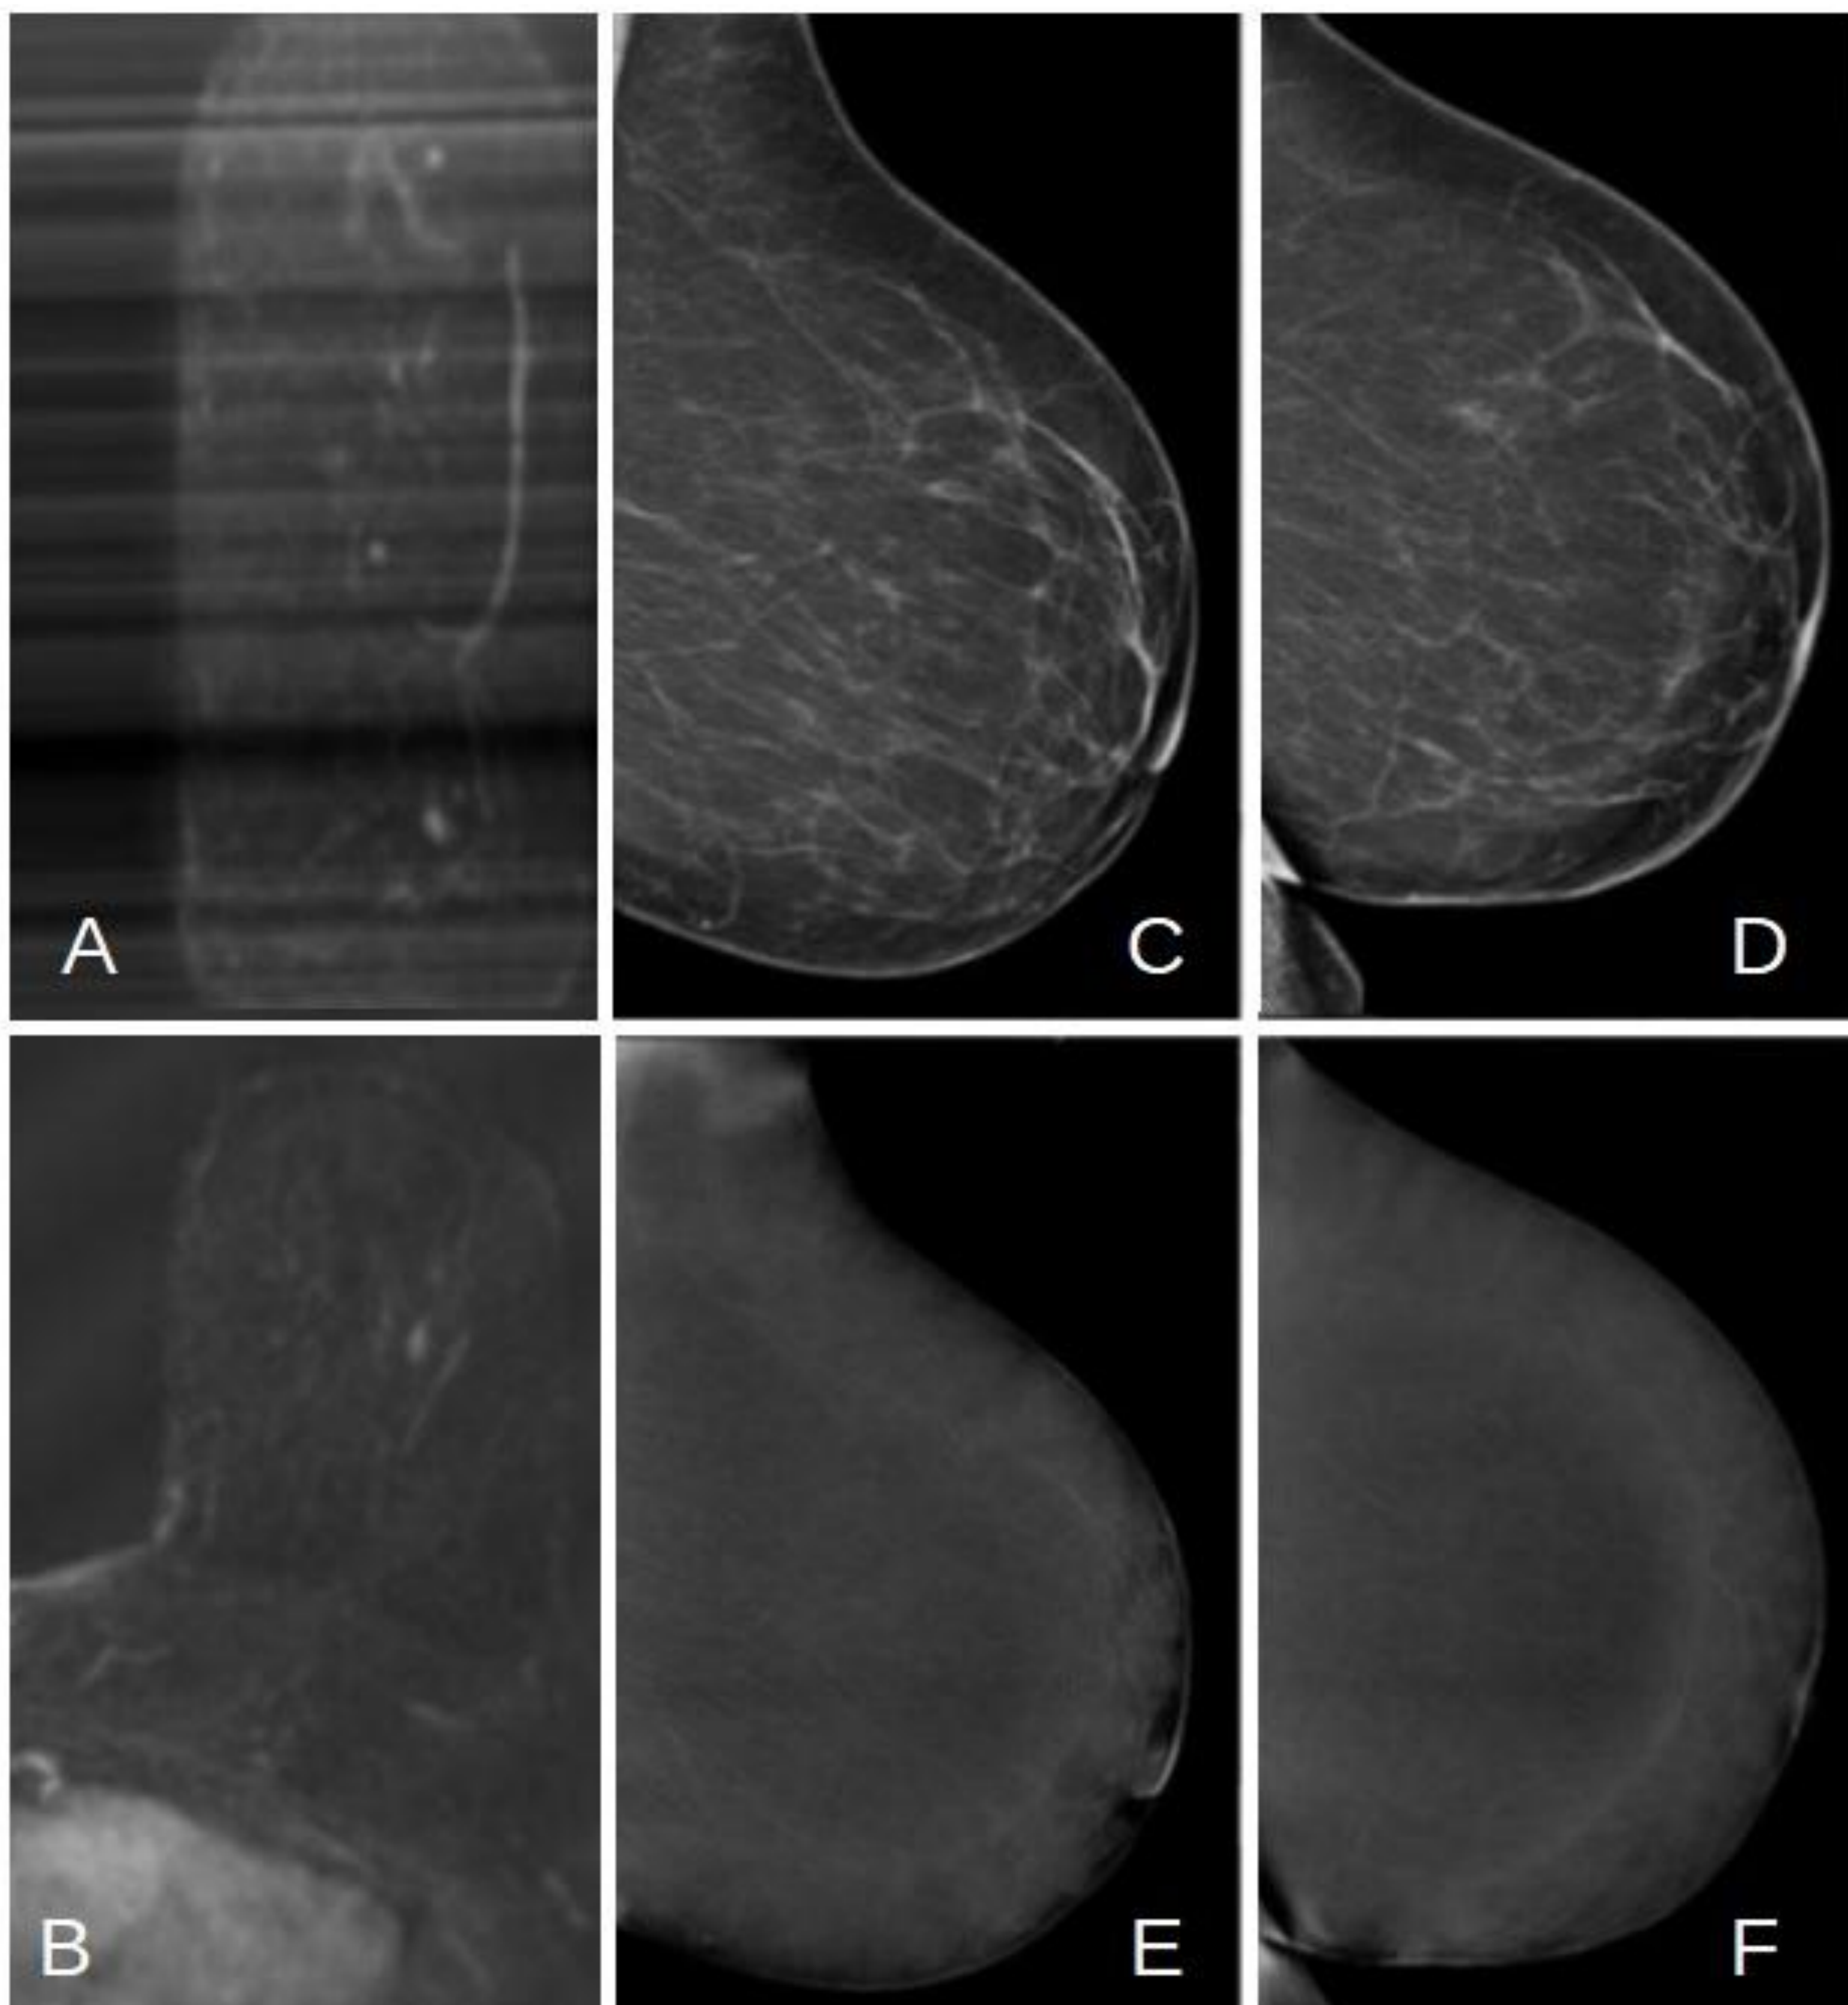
Paciente BRCA-1 con realce nodular en RM sin captación en posterior CESM. A y B) Proyecciones MIP y sustracción respectivamente, apreciándose captación nodular milimétrica en CIE. C y D) Proyecciones de baja energía OML y lateral, sin hallazgos patológicos. E y F) Proyecciones OML y lateral recombinadas, en las que no se aprecian captaciones anómalas de contraste. Por dicho motivo, se decide no biopsiar y continuar con seguimiento mediante RM.
